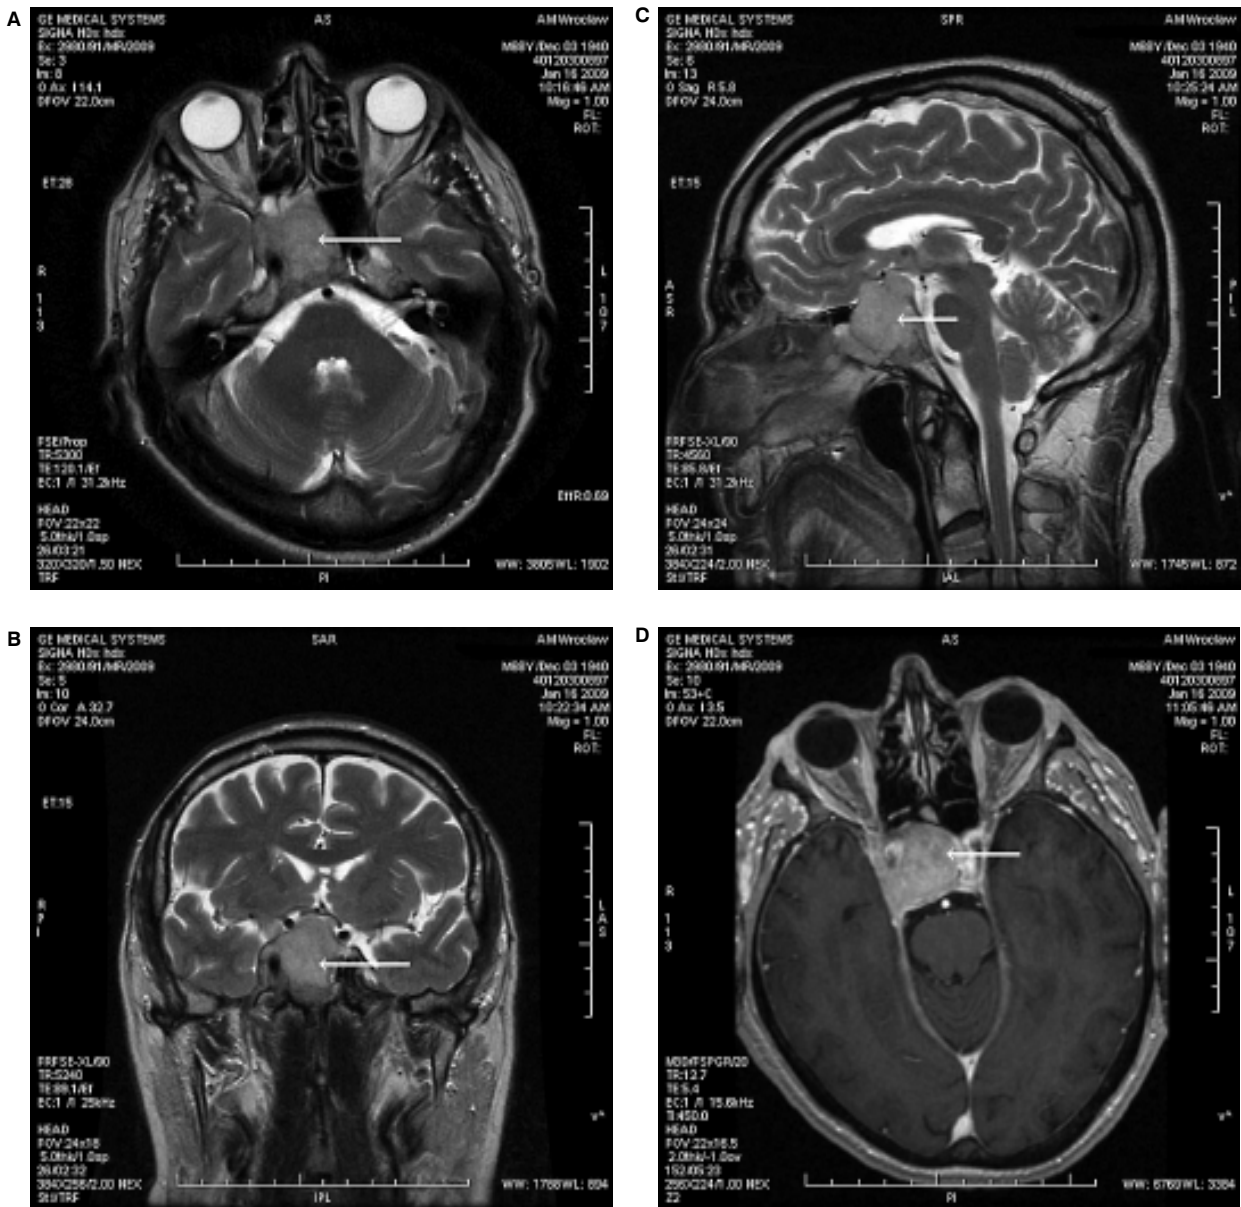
Obraz rezonansu magnetycznego: w okolicy siodłowo-nadsiodłowej widać lity, klepsydrowaty guz wielkości 2,5 × 1,6 cm (zaznaczono strzałką), powodujący poszerzenie i pogłębienie siodła tureckiego; nadsiodłowo guz uciska i przemieszcza skrzyżowanie nerwów wzrokowych; obraz typowy dla makrogruczolaka; A. Obraz T2-zależny w płaszczyźnie czołowej; B. Obraz T2-zależny w płaszczyźnie strzałkowej; C. Obraz T1-zależny po podaniu środka kontrastowego
